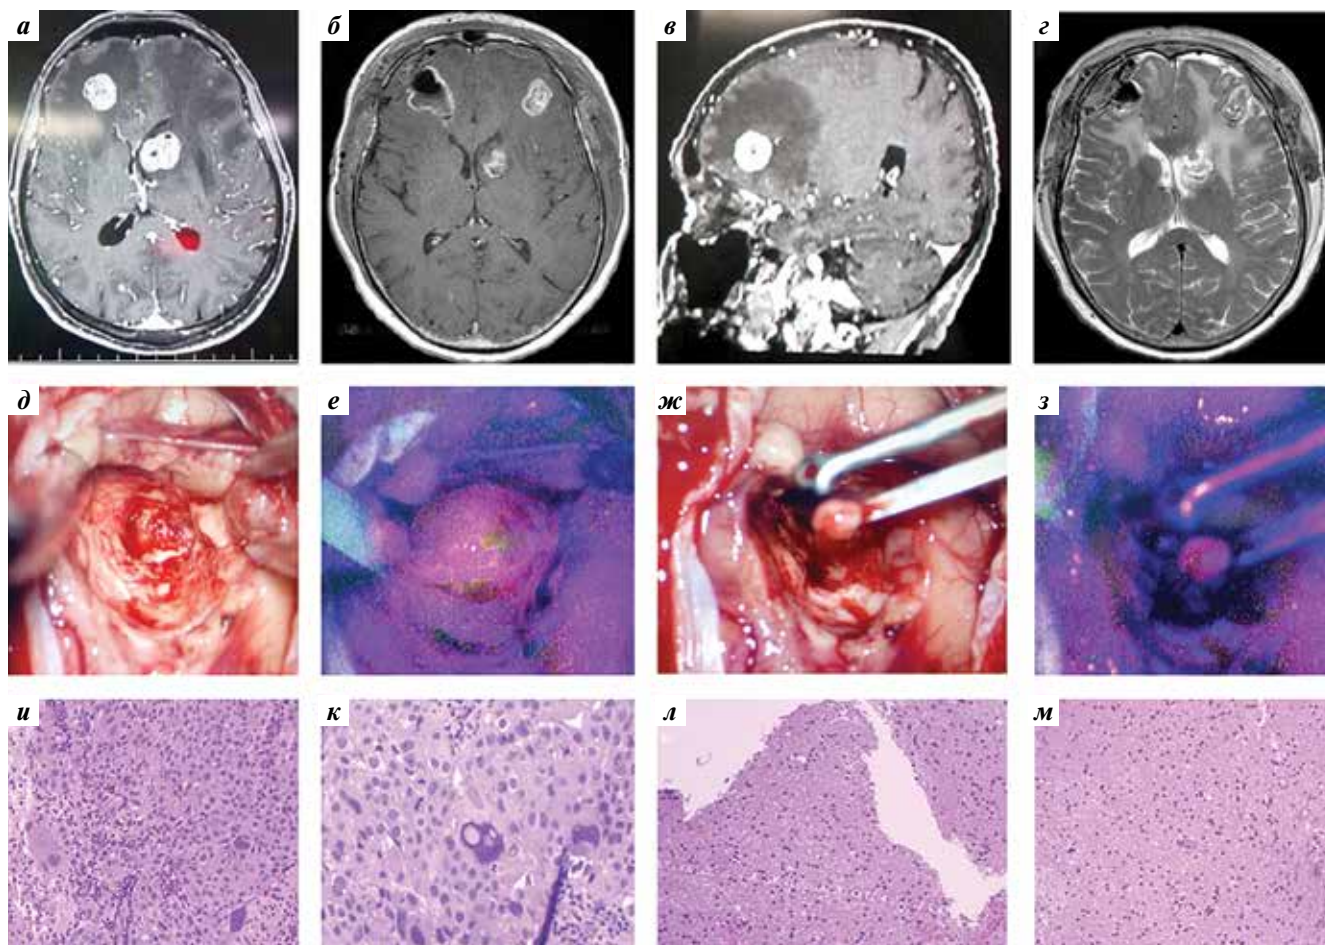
Клинический пример флуоресценции в ложе удаленного метастатического узла у пациентки Ж., 60 лет, с множественными узлами на фоне рака молочной железы. Взятие дополнительных биоптатов: а, б – дооперационная МРТ с контрастированием, аксиальные срезы на разных уровнях; в – Т1 с контрастированием, сагиттальный срез; г – МРТ (Т2) в раннем послеоперационном периоде; д, е – последовательная визуализация интраоперационных фотографий в белом и флуоресцентном режимах микроскопа в конце основного этапа удаления узла; ж, з – то же при взятии дополнительной биопсии из ложа (визуализируется ложе удаленного метастаза в белом и синем свете, отмечается яркое свечение), в пинцете – флуоресцирующий биоптат; и–м – патоморфологическое исследование: и – материал основного опухолевого узла, л, м – содержащее флуоресцирующих зон в ложе удаленных узлов – мозговая ткань, а опухолевая ткань не выявлена. Увеличение: $\times 100$ (и), $\times 200$ (к)
